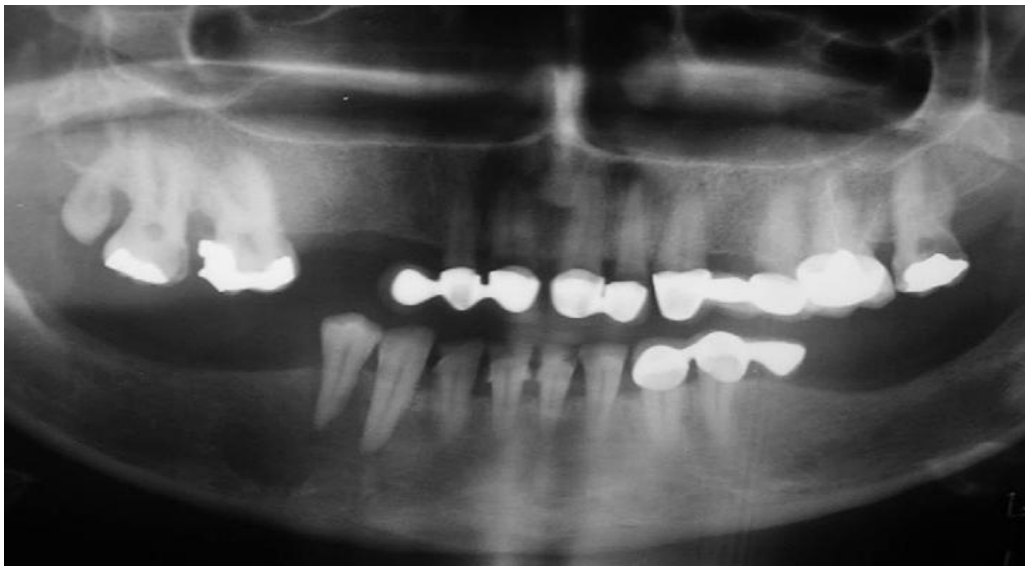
Carcinoma metastático. Imagem radiolúcida bem circunscrita com bordo mal definido e alargamento do ligamento periodontal na região periapical do segundo pré molar inferior direito.³⁹
